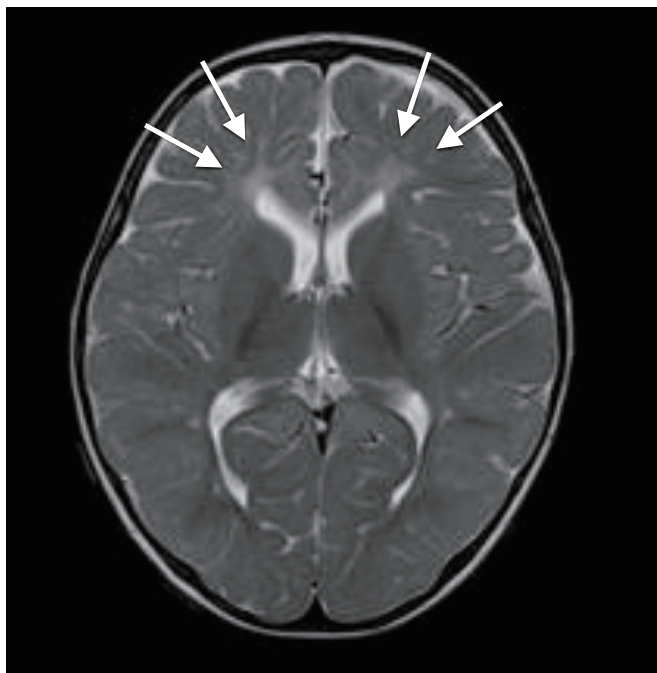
Brain magnetic resonance imaging of patient 1 at 1 year after onset shows high signal intensity lesions (arrows) at the periventricular area in both frontal lobes.
